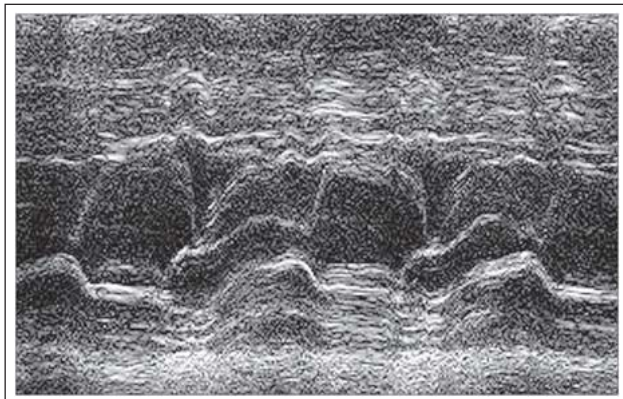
SAM-Phänomen im M-Mode von parasternal
